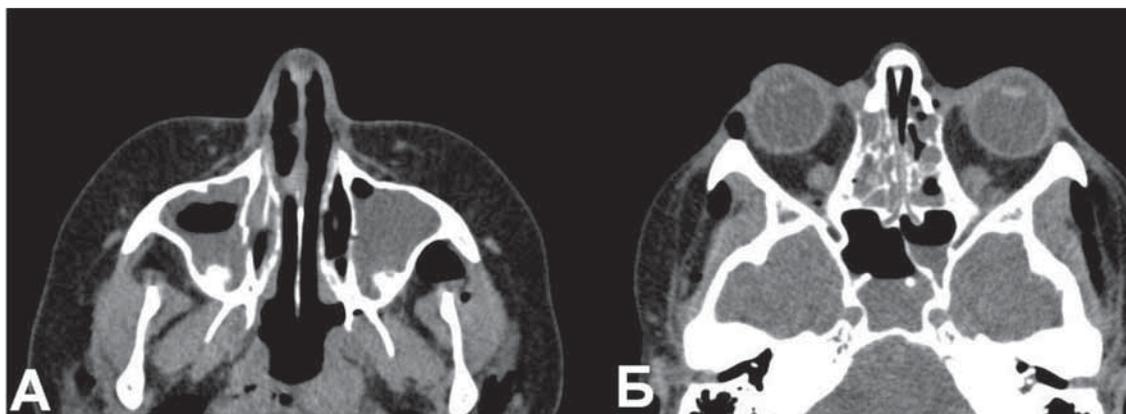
Компьютерная томография околоносовых пазух от 02.03.2012: А – затенение верхнечелюстных пазух; Б – затенение клеток решетчатого лабиринта и клиновидных пазух.
